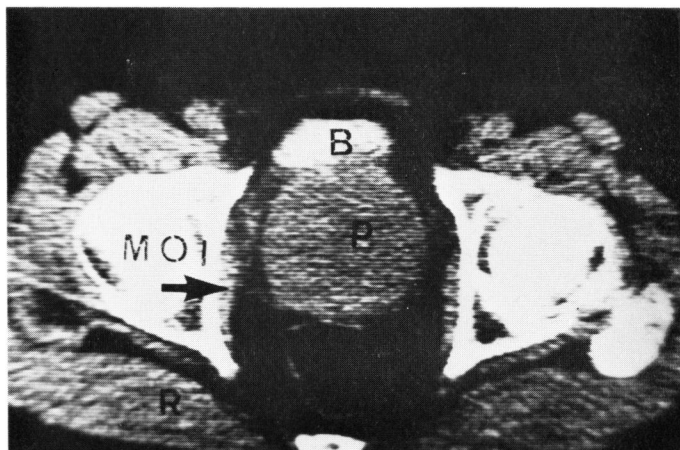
進行した前立腺肥大症 CT の像. 前立腺 (P) はこの症例のように総じて円形を呈し, 大きな腺腫のために内閉鎖筋 (矢印) は外方に圧排されている. 0.5%ウログラフィンにて充満された膀胱 (B).
